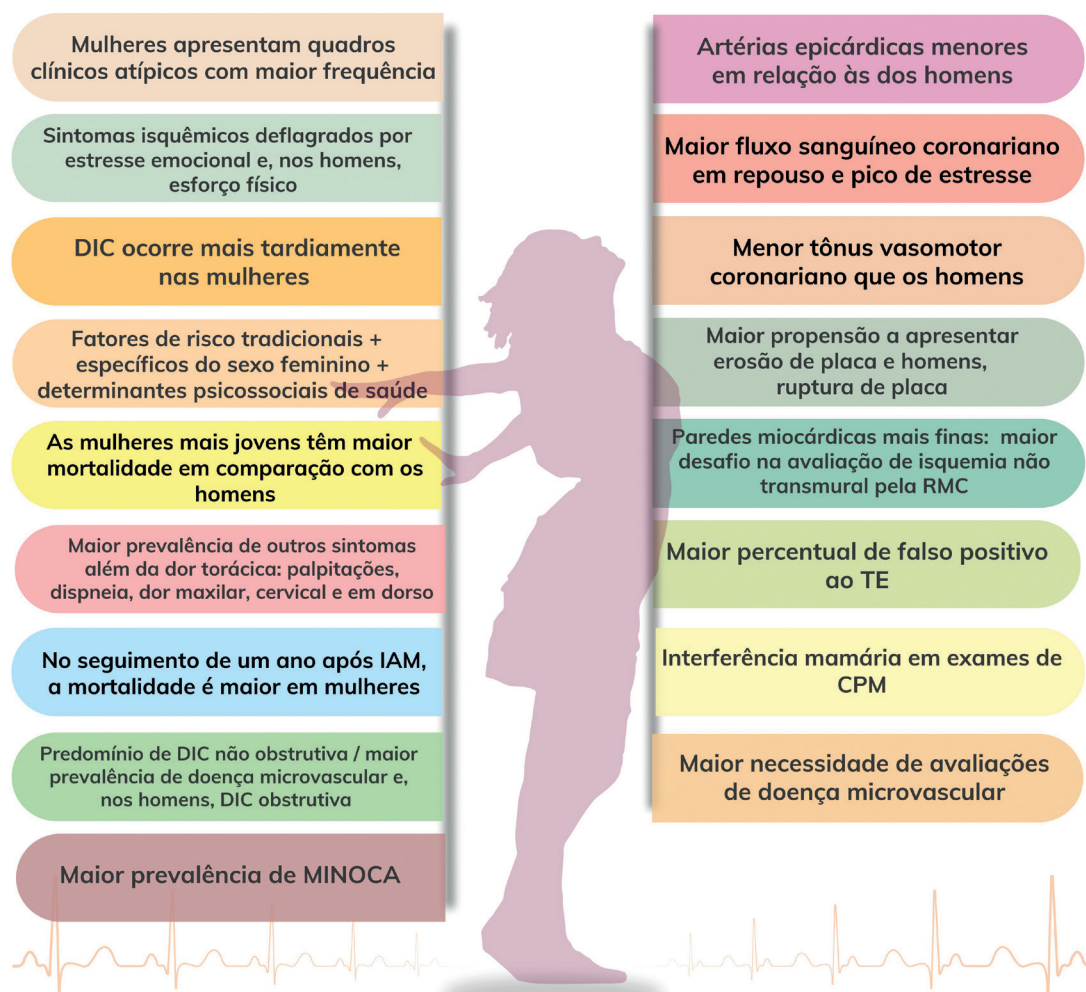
Diferenças relevantes da DIC nas mulheres em relação aos homens. DIC: doença isquêmica do coração; IAM: infarto agudo do miocárdio; MINOCA: infarto do miocárdio na ausência de obstrução arterial coronária; RMC: ressonância magnética cardíaca; TE: teste ergométrico; CPM: cintilografia de perfusão miocárdica.
